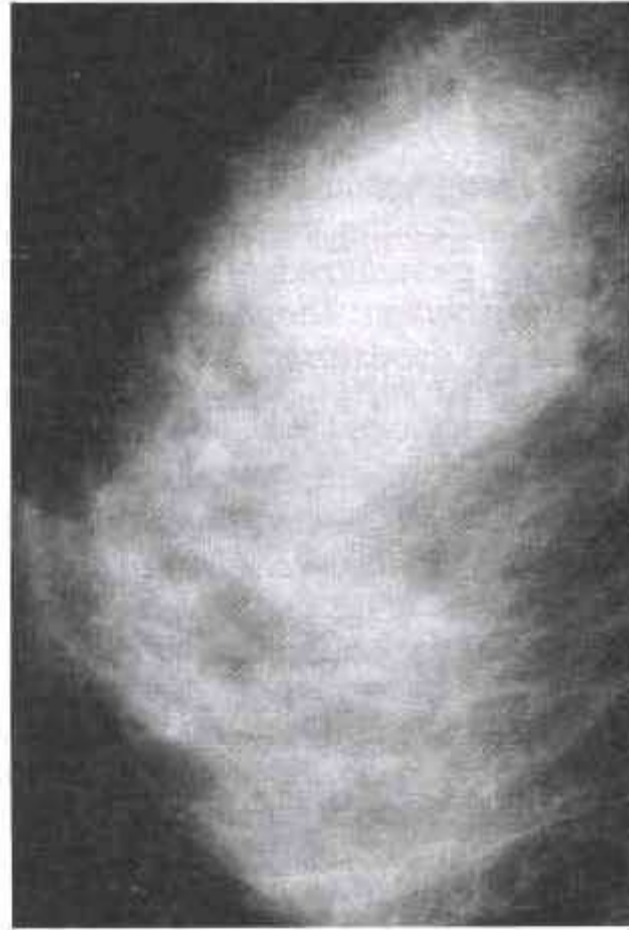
a) Tipik medüller karsinom: Mediolateral pozisyonda elde edilmiş mammogramda derin yerleşimli, düzgün konturlu, kalsifikasyon göstermeyen kitle. b) Olgunun USG görüntüsü. Yine düzgün konturlu, solid, hipoekoik kitle izlenmekte.
